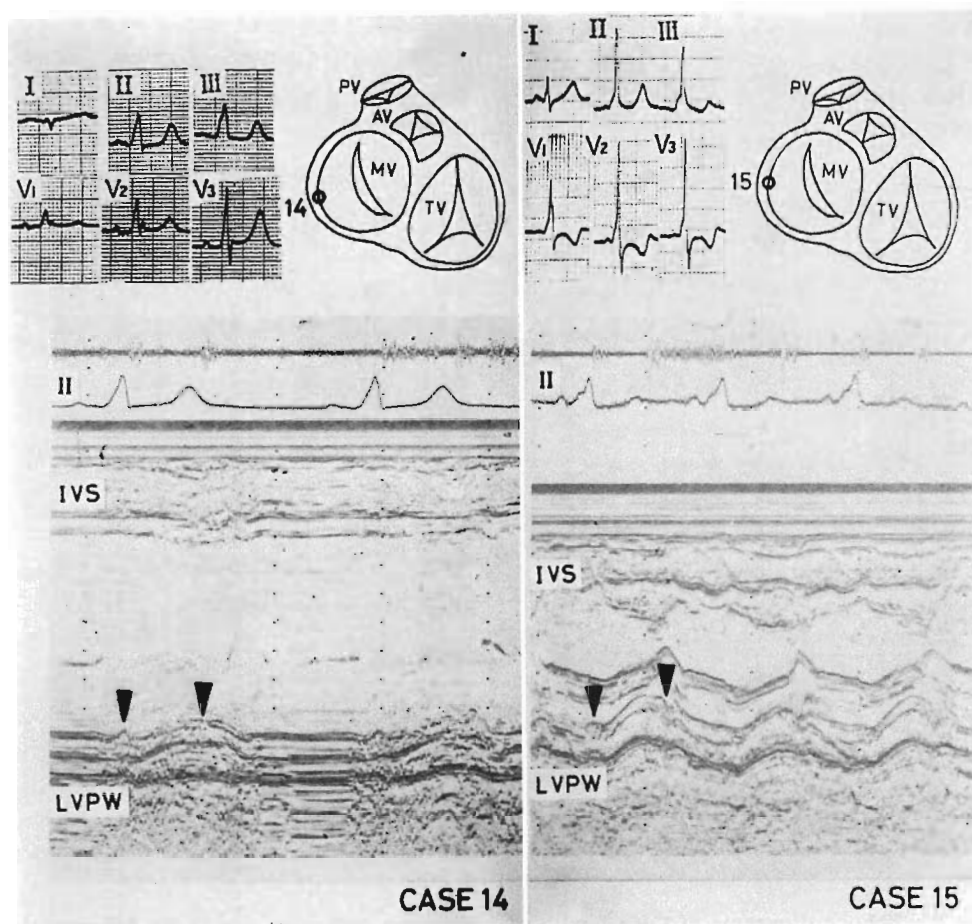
Echocardiograms of Case 14 (left) and Case 15 (right) with accessory pathway in the left free wall.
